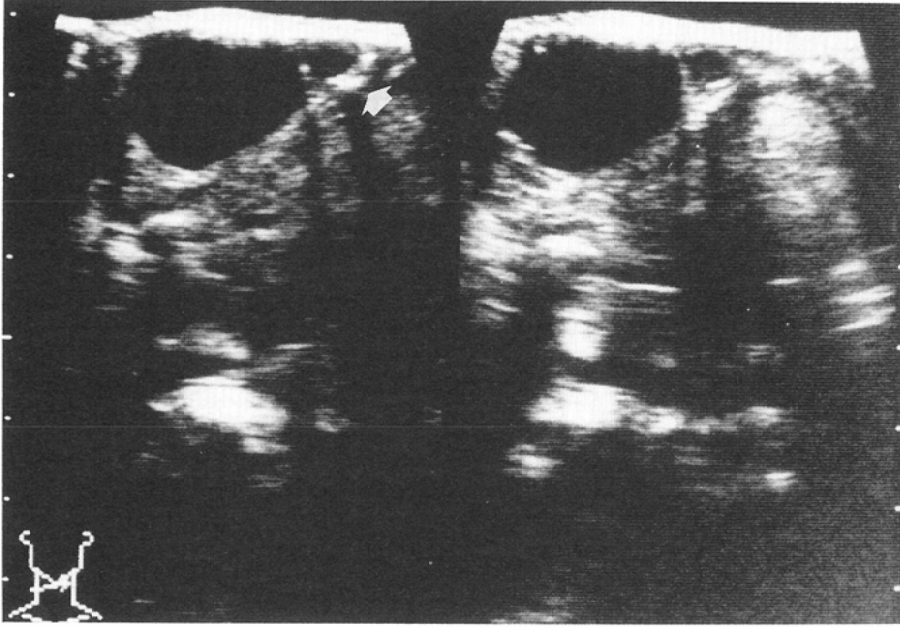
The oblique ultrasonography shows a clearly demarcated anechoic mass with septation in the anterior neck. Small echogenic region (arrow) with acoustic shadow that suggests calcification is visible in the wall.
